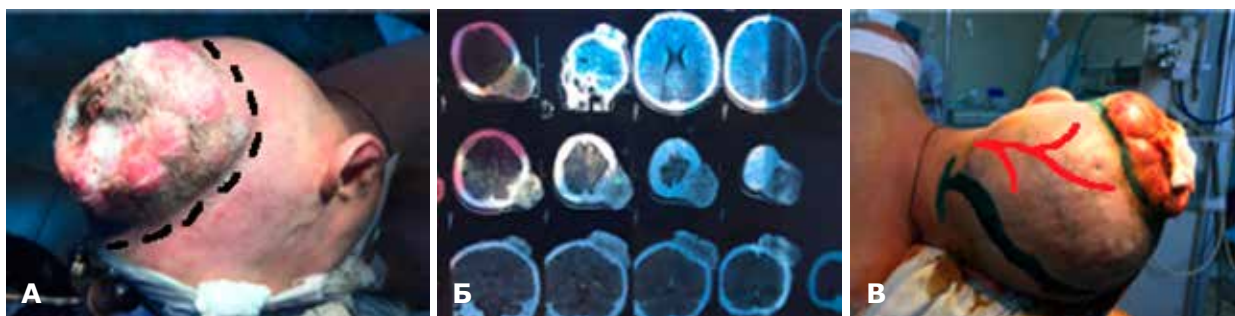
Пацієнт К.: А – зовнішній вигляд хворого до операції; Б – дані МРТ до операції; В – розмітка плану операції на операційному столі
